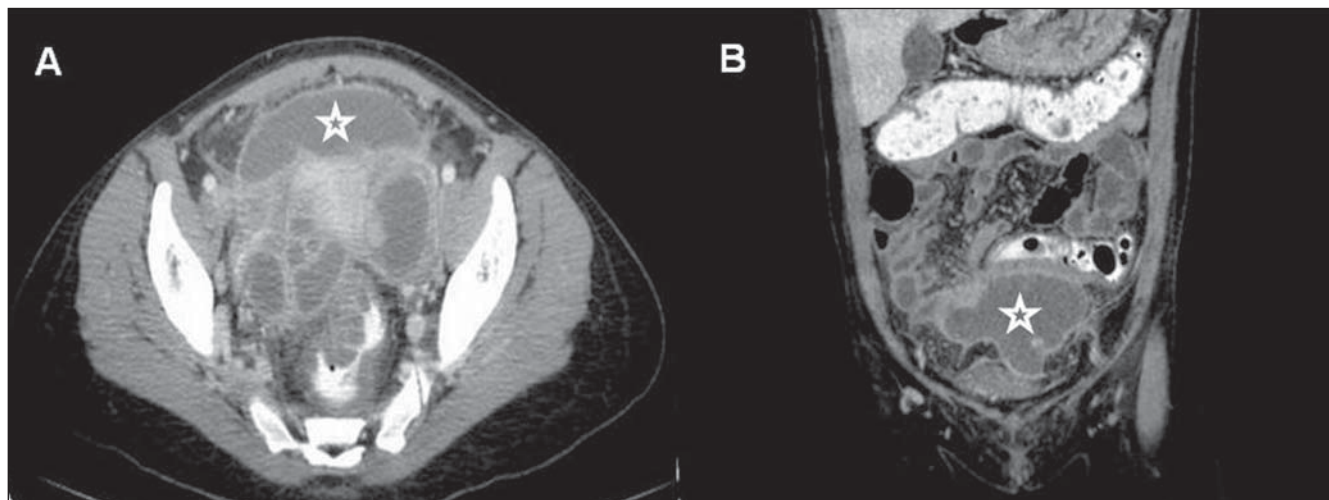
DIPA – TC de abdome e pelve. Extensa coleção multiloculada, com paredes espessas que exibem intenso realce, localizada na cavidade pélvica (estrelas em A e B). Notam-se também formações císticas enoveladas em fossas anexiais, correspondendo às tubas dilatadas e com conteúdo líquido. (A: corte axial na fase portal de contraste; B: reconstrução coronal também na fase portal).
